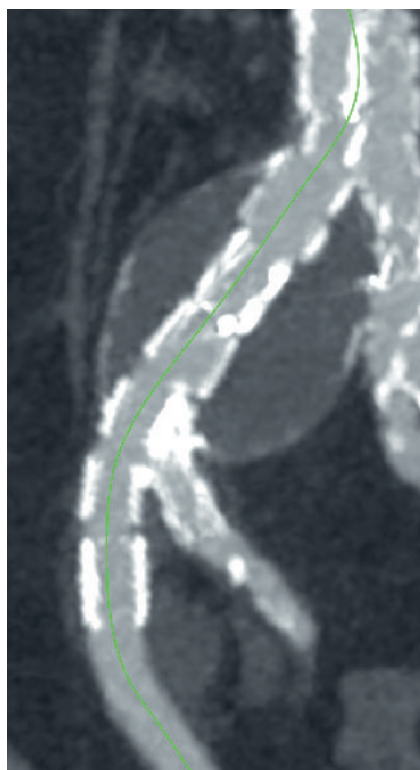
Результаты контрольной МСКТ-аортографии пациента А. через 1 мес после операции (*а*, *б*)
